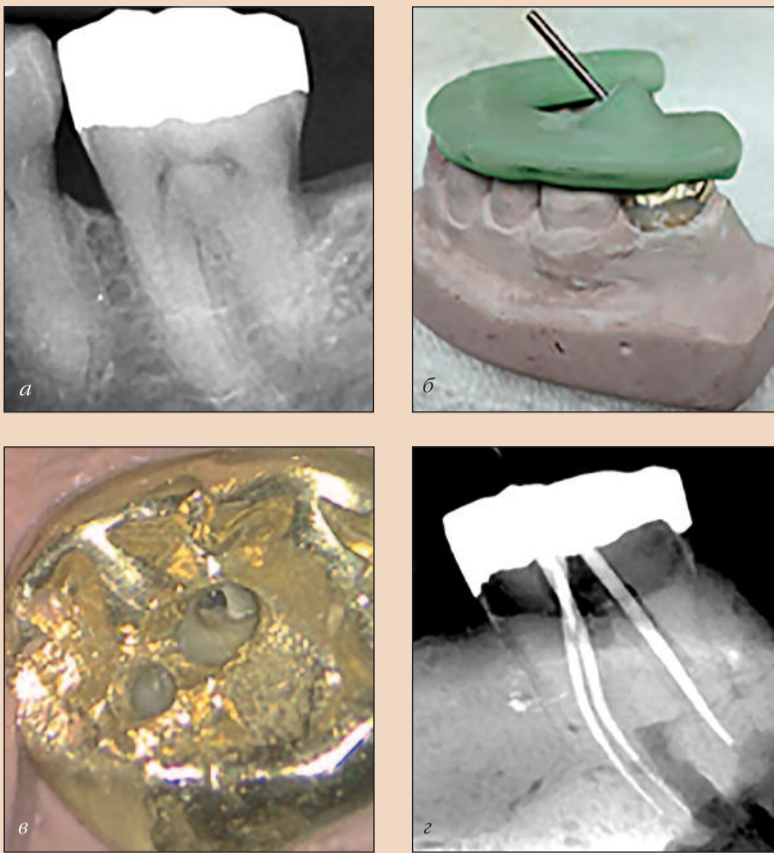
Слева направо: рентгенограмма 18 зуба с переломом корня; после удаления зуб установили на гипсовую модель и зафиксировали на нем шаблон CT-GEA (показан с бором, введенным в направляющую гильзу); две маленькие полости доступа, сформированные с помощью шаблона; заключительная рентгенограмма с гуттаперчевыми конусами, введенными в каналы после их препарирования.
